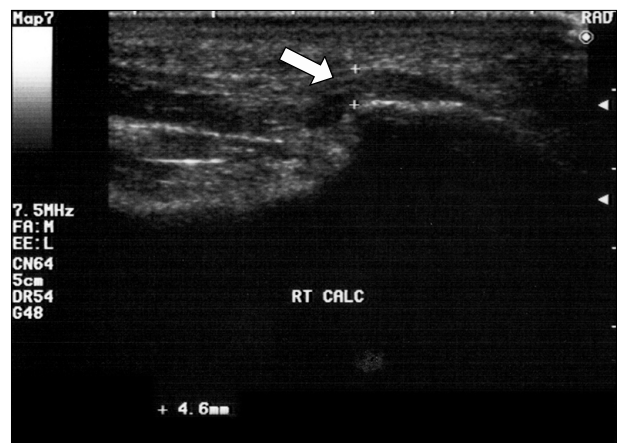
Ultrasonographic finding of plantar fasciitis: an ultrasonographic examination performed before ESWT and checked thickness of the plantar fascia (1) Sagittal heel ultrasonogram of a 42-year-old man who had a clinical diagnosis of right plantar fasciitis. The proximal plantar fascia of right foot was thickened and hypoechoic.
